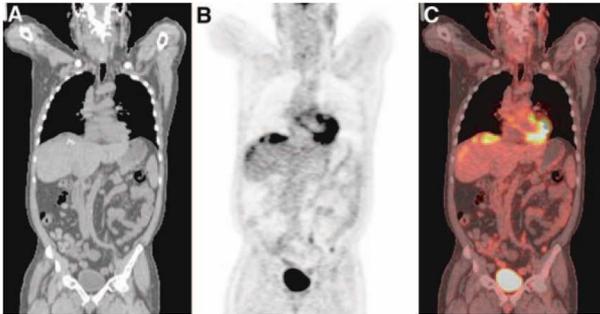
Imágenes de cuerpo entero con diferentes técnicas de diagnóstico: con Tomógrafo (A) con PET (B) y con PET/CT (C).
